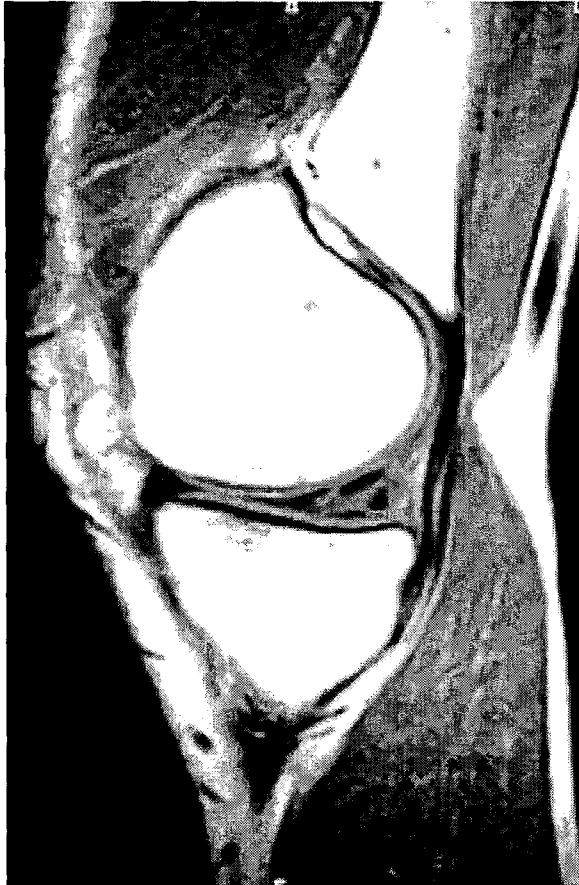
MRI finding in 2 years after operation. A vertical longitudinal tear along the insertion of meniscal arrows and horizontal tear along the direction of insertion of the arrows are seen.
